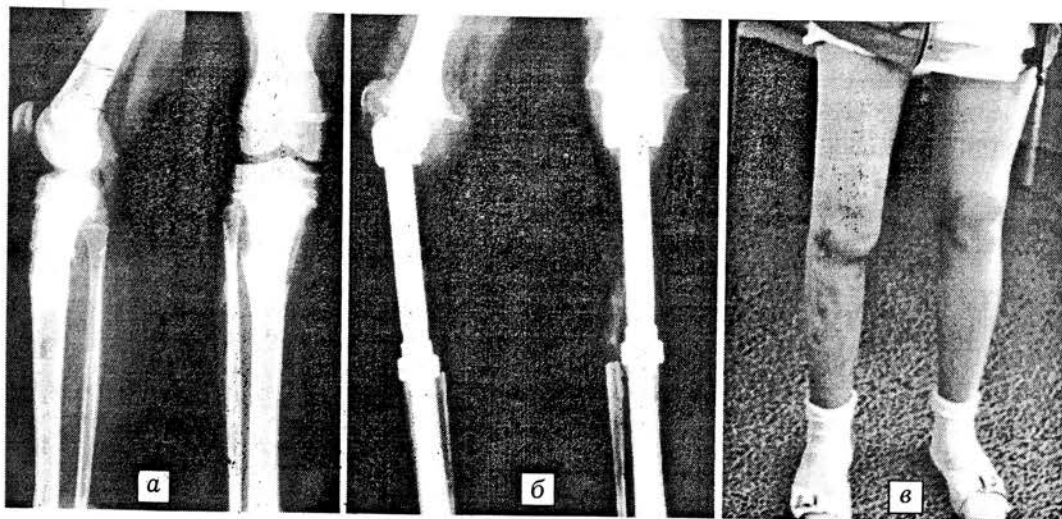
Пример 2: остеогенная саркома верхней трети правой большеберцовой кости. а — рентгенограммы при поступлении; б — рентгенограммы после операции; в — внешний вид конечности через 48 мес после операции.
